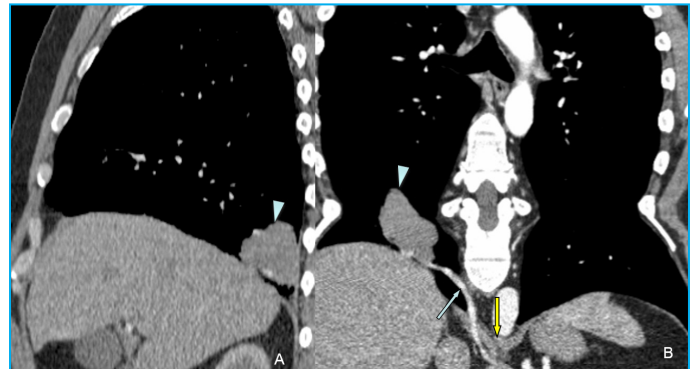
TC torácica con contraste intravenoso en fase arterial. Reconstrucciones en los planos sagital (A) y coronal oblicuo (B) con ventana de mediastino, que muestran el secuestro pulmonar de 5 cm (puntas de flecha) localizado en el segmento posterior del lóbulo inferior derecho, nutrido a través de un vaso arterial anómalo (flecha) que se origina por debajo del diafragma (flecha amarilla)
